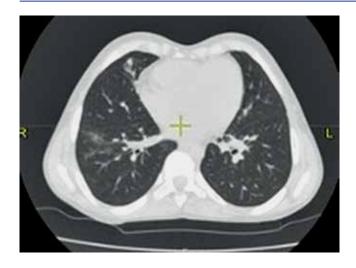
Пациент Р. КТ ОГК 18.11.2019 г., аксиальная проекция. Положительная динамика в виде рассасывания инфильтративных изменений в правом легком
